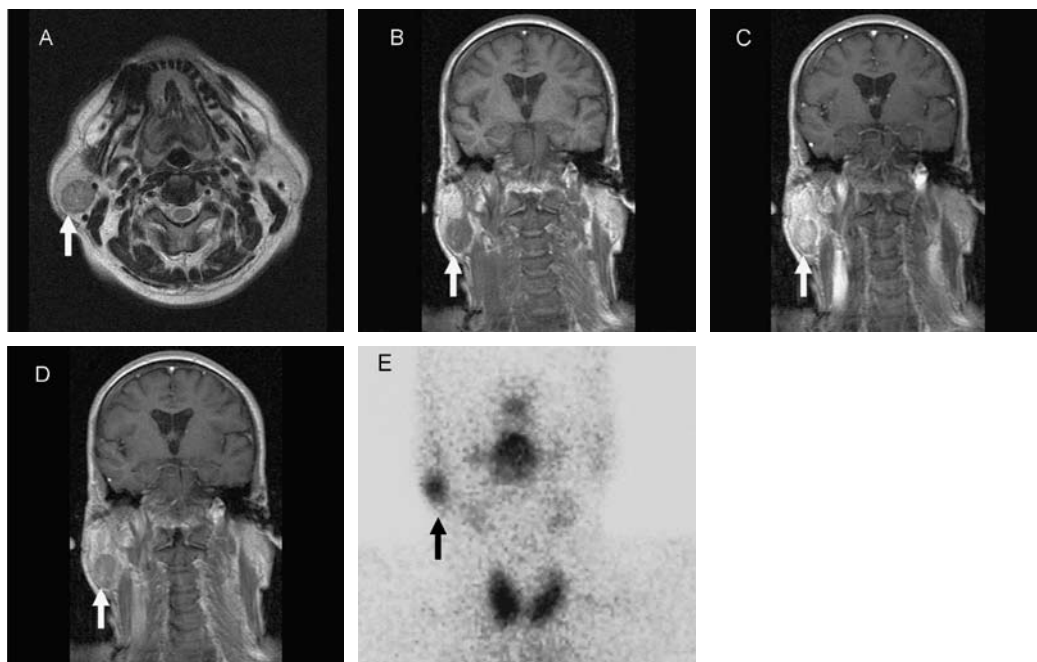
MR and scintigraphic images of a typical Warthin tumor (in a 64-year-old male). The Warthin tumor shows a hypointense area lower in intensity than the intensity of the surrounding tissue of the right parotid gland in axial T2-weighted imaging (A arrow). Early enhancement and a high washout rate (70%) are seen on dynamic contrast-enhanced coronal MR imaging at 0 s (B arrow) and 43 s (C arrow). Rapid washout is observed 120 s after gadolinium chelate injection (D arrow). The Warthin tumor shows grade 3 uptake in ^{99m}TcO₄⁻ image (E arrow).
